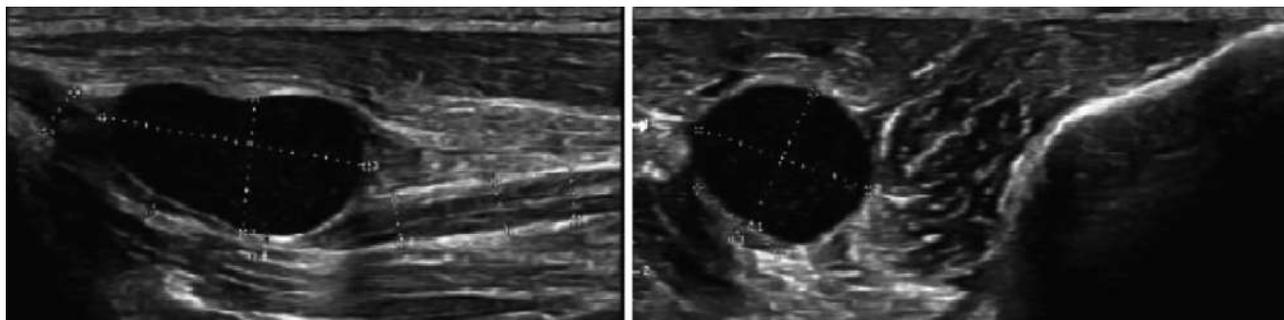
УЗИ локтевого нерва в проекции канала Гийона указала, на наличие интраневрального, объемного образования, с компрессией основного нервного ствола локтевого нерва. Киста имеет овальную форму в поперечном сканировании с ровными контурами и однородным содержимым входящим в состав нерва
